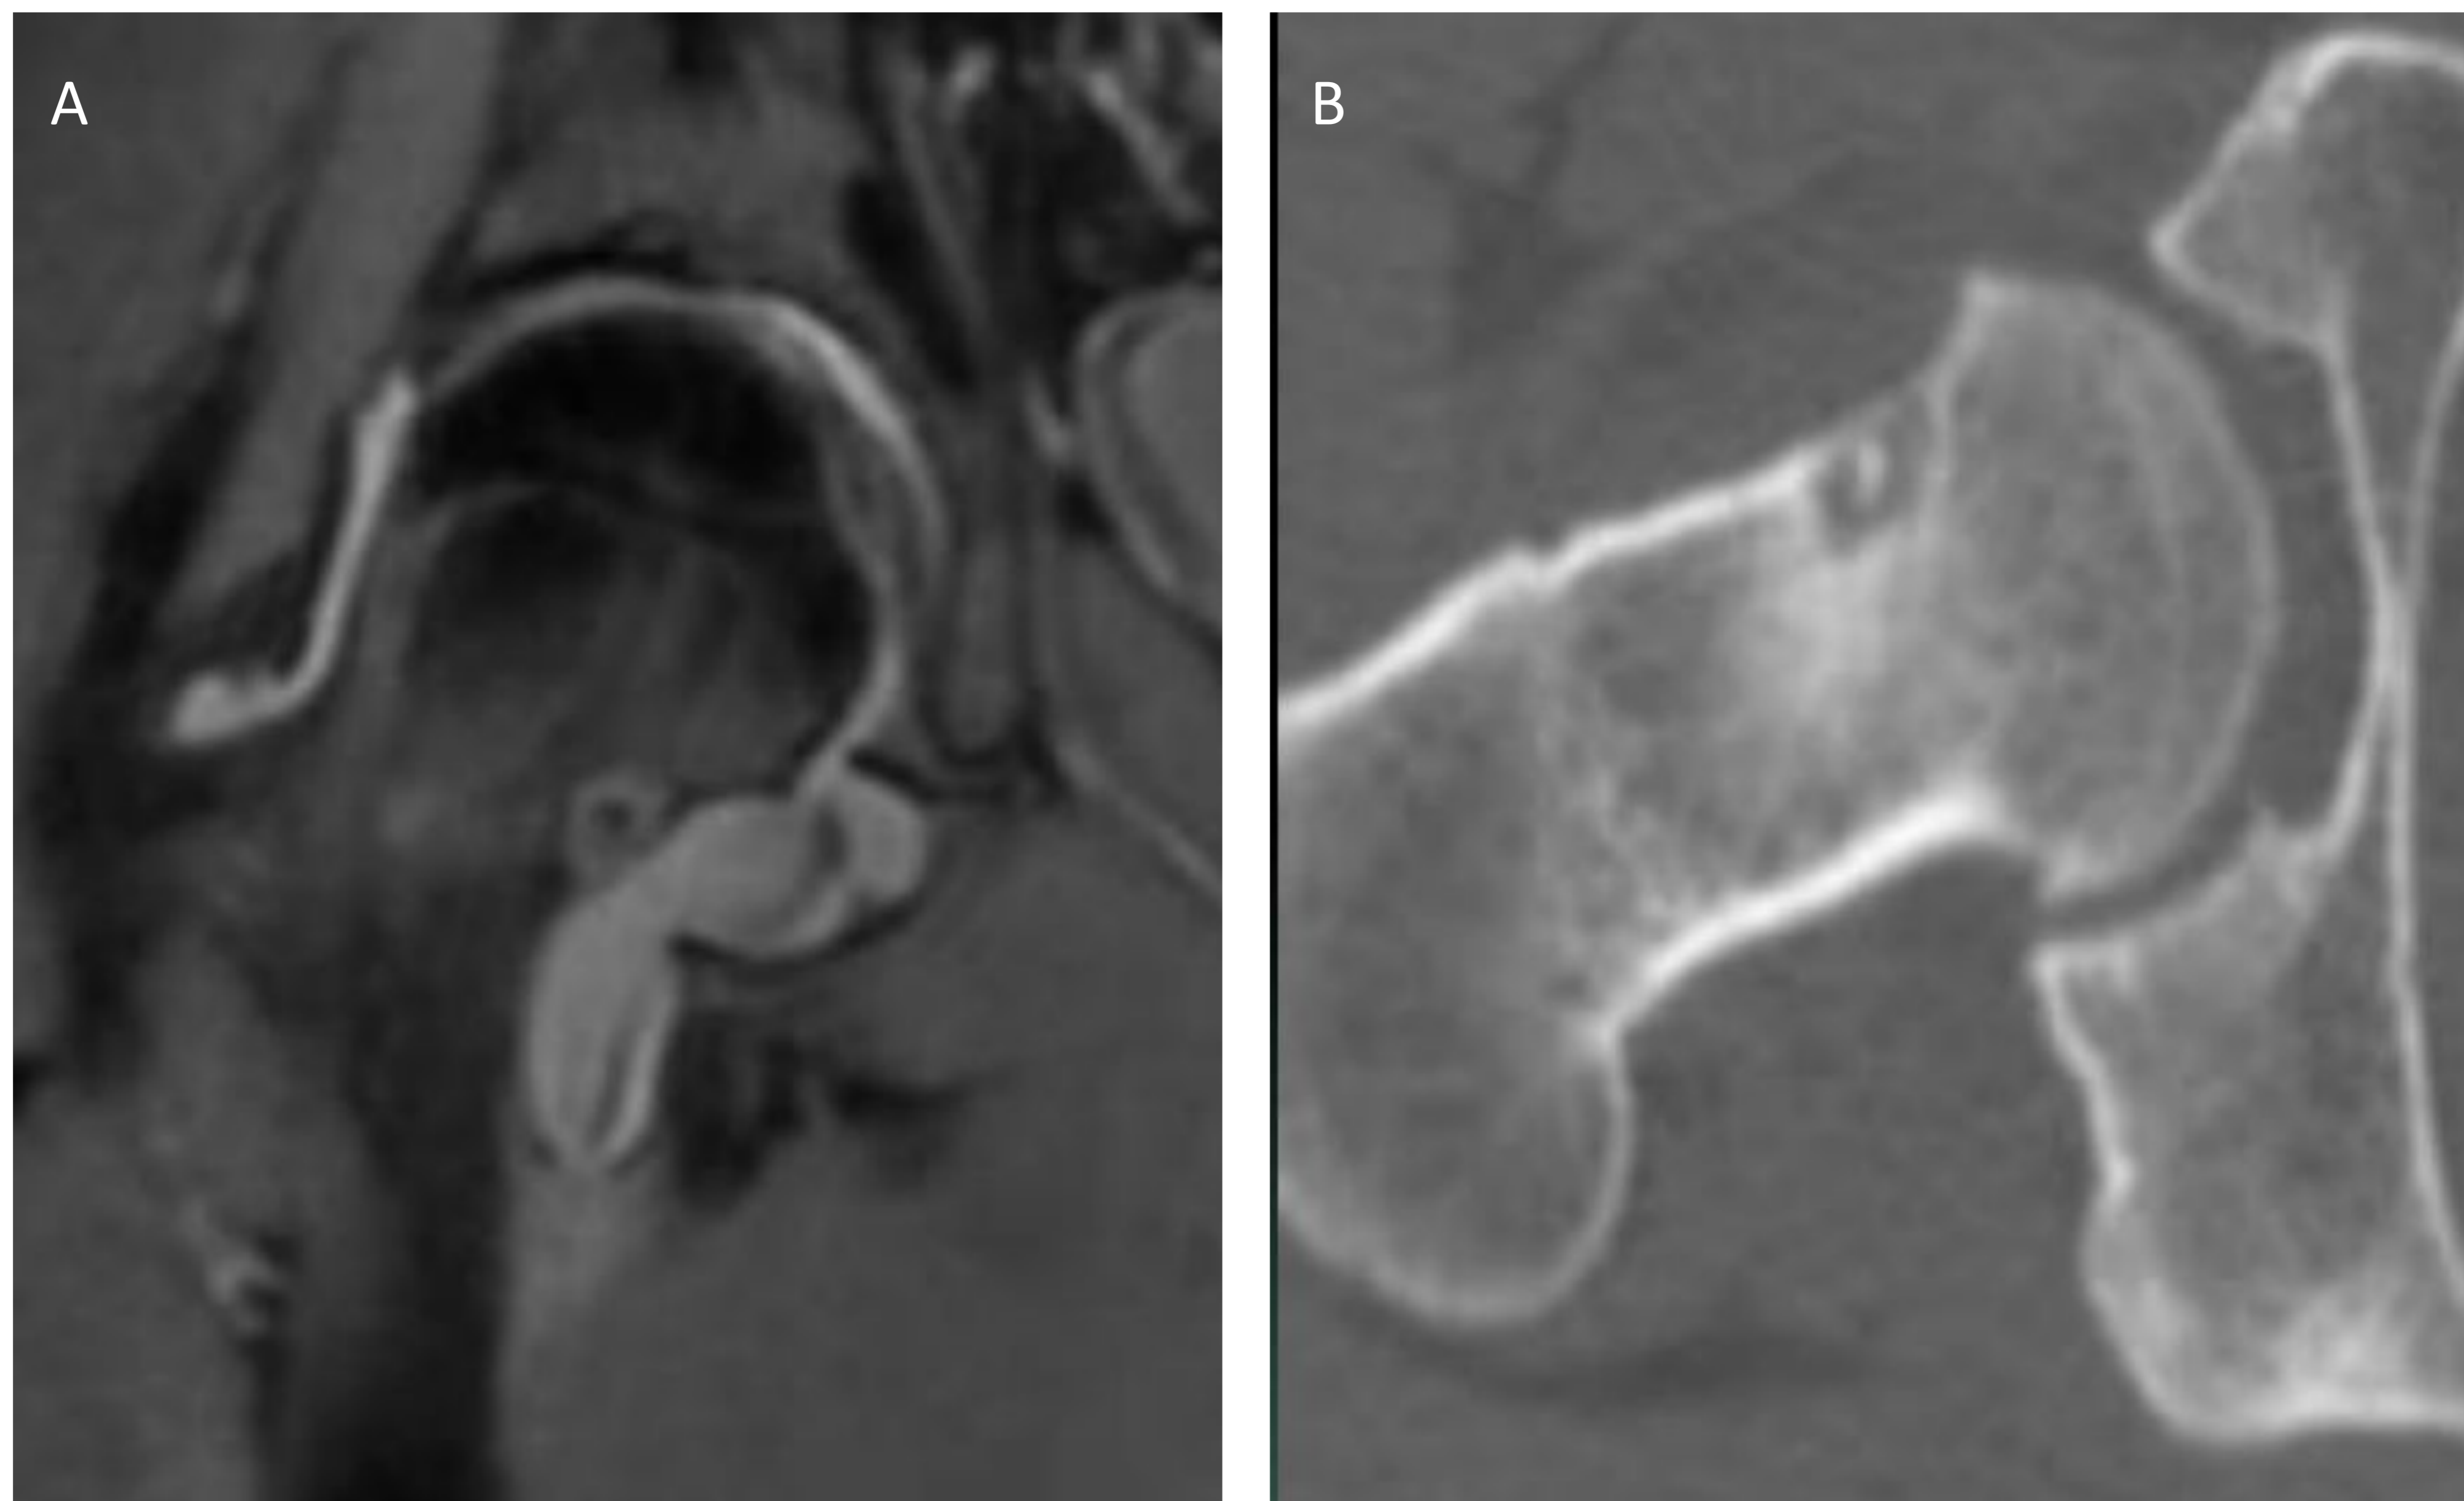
Osteoma osteoide. Estudio de RM con secuencia coronal potenciada en densidad protónica (DP) con saturación de la grasa (A). Lesión ósea yuxtacortical en cabeza femoral derecha con patrón de edema óseo y derrame articular asociados. Nidus confirmado en imagen de TC (B).
